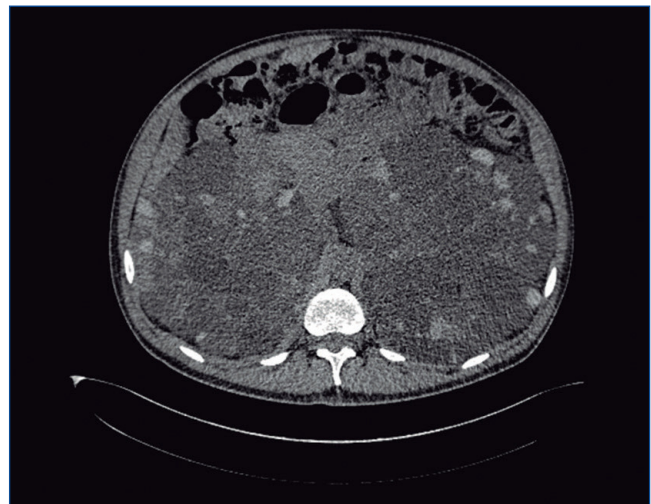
Tomografía computarizada simple de paciente con enfermedad renal poliquística autosómica.
